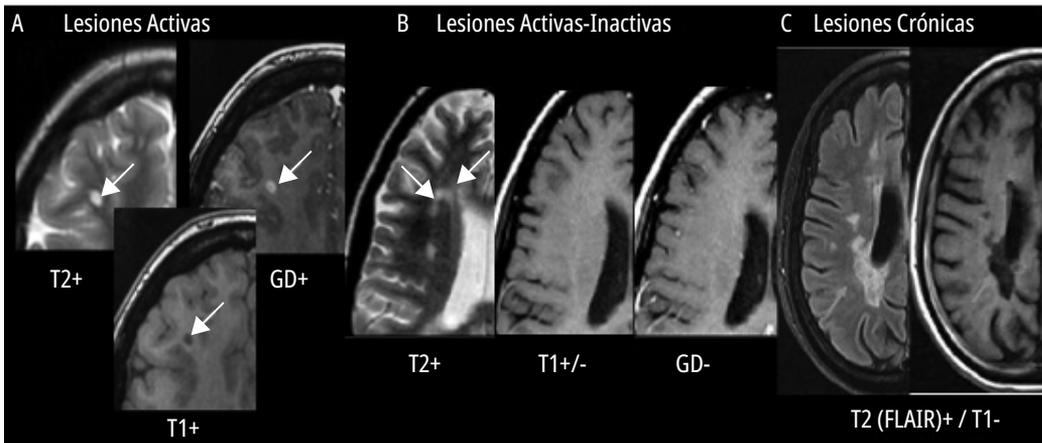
Punto de aprendizaje. A) Lesiones activas: presentan macrófagos/microglía cargados de lípidos y reacción astrocítica, acompañados de inflamación perivascular variable. La pérdida de mielina con relativa preservación axonal genera aumento de la señal en secuencias T2-FLAIR. La inflamación perivascular se demuestra por el realce en secuencias posgadolinio (GD+). Si el daño es más grave, puede existir pérdida axonal con la consecuente baja señal en secuencias T1 (T2+, T1+, Gd+). B) Lesiones activas-inactivas: aproximadamente el 80% de las lesiones de reciente formación presentan hipointensidad en T1, representado por edema con o sin degradación de la mielina o pérdida axonal. Acorde progresa la remielinización, las lesiones hipointensas en T1 (agujeros negros) pueden hacerse isointensas en pocos meses (T2+, T1+/-, Gd-). C) Lesiones crónicas (inactivas): se localizan preferentemente alrededor de los ángulos ventriculares y presentan hipocelularidad, sin degradación activa de la mielina, con marcada gliosis y pérdida de la densidad axonal (hipointensidad en T1). Puede existir un grado variable de inflamación, particularmente a nivel perivascular, y remielinización incompleta (vainas de mielina más delgadas), lo que genera una señal anormal en las secuencias T2- FLAIR (T2+, T1-).
